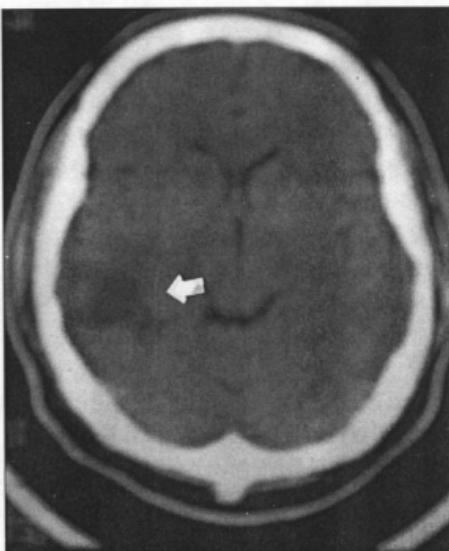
Brain axial CT scan on POD #5 shows a huge air shadow with cerebritis on right temporal lobe (arrow, Case 1).
